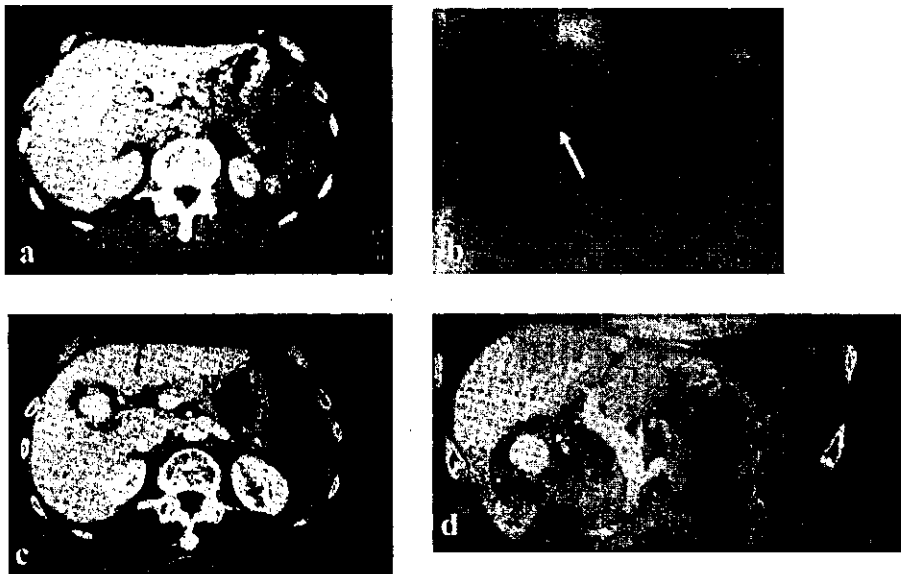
症例2 : a : 治療前CTA, b : 右肝動脈にバルーンマイクロカテーテルを挿入した所 (矢印), c(axial像), d(sagittal像) : 治療後のdynamic CT 50×47×55 mmの凝固範囲を認める
